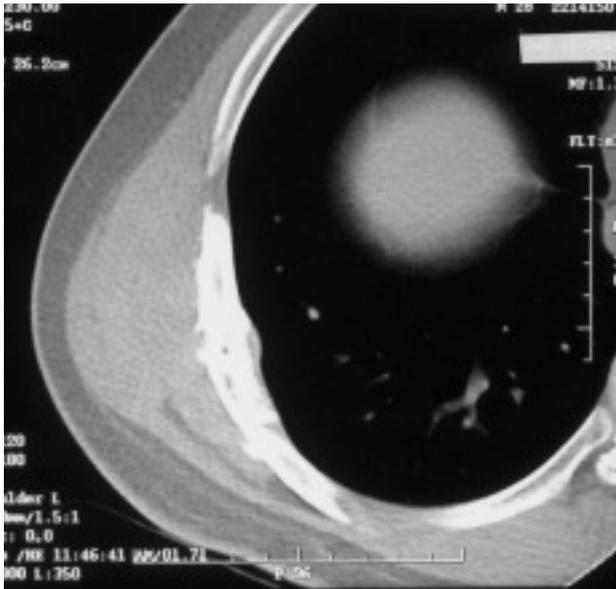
Tomografía axial computarizada torácica donde se aprecia una masa de partes blandas en la cara lateral del hemitórax derecho con reacción periostica de los arcos costales subyacentes.
